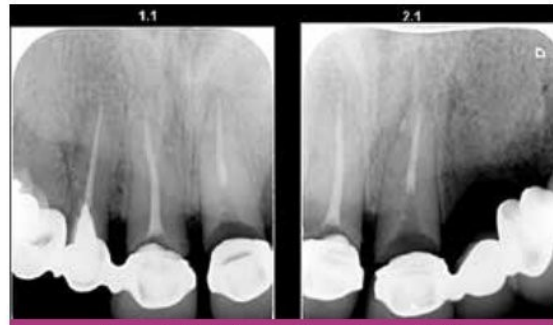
Periapical radiographs post RCT.
